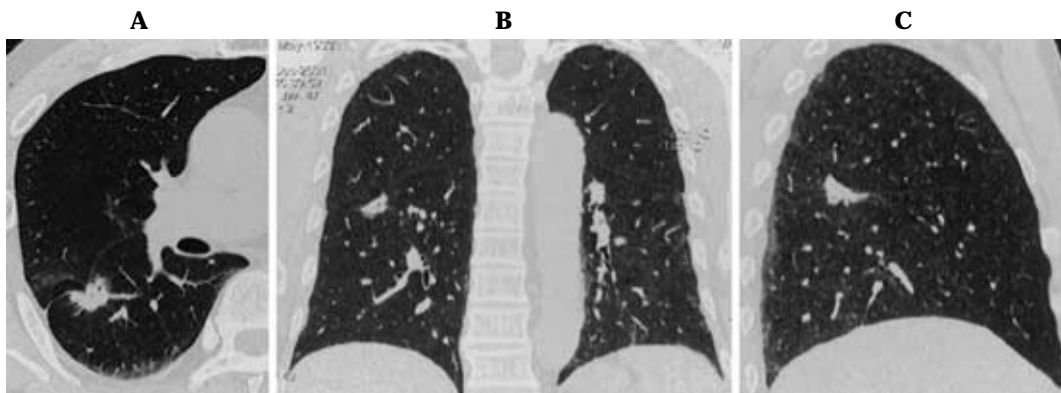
68-year-old man with adenocarcinoma (Noguchi's type C). A: Thin-section CT demonstrates adenocarcinoma with notching, spicula formation and pleural indentation in the right lower lobe. B, C: Thin-section MPR images also show the same radiological findings on coronal and sagittal plane as almost isotropic voxel image.
